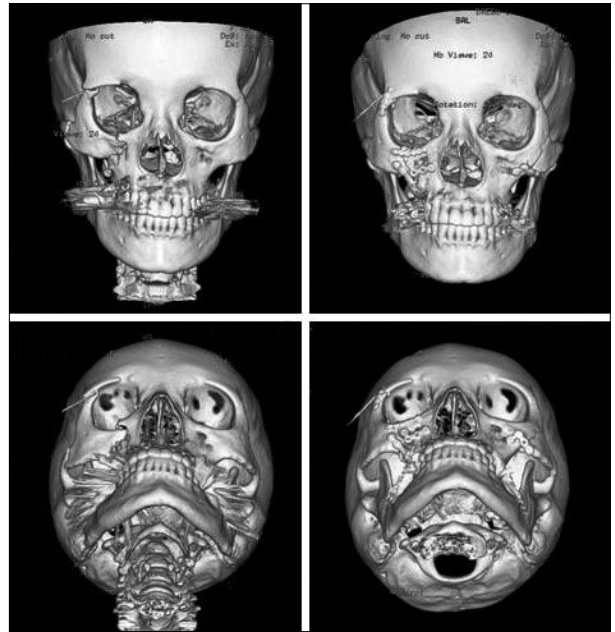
(Case 1)(Above, left and Below, left) preoperative 3-Dimensional computed tomography image (Above, right and Below, right) postoperative 3-Dimensional computed tomography image.
